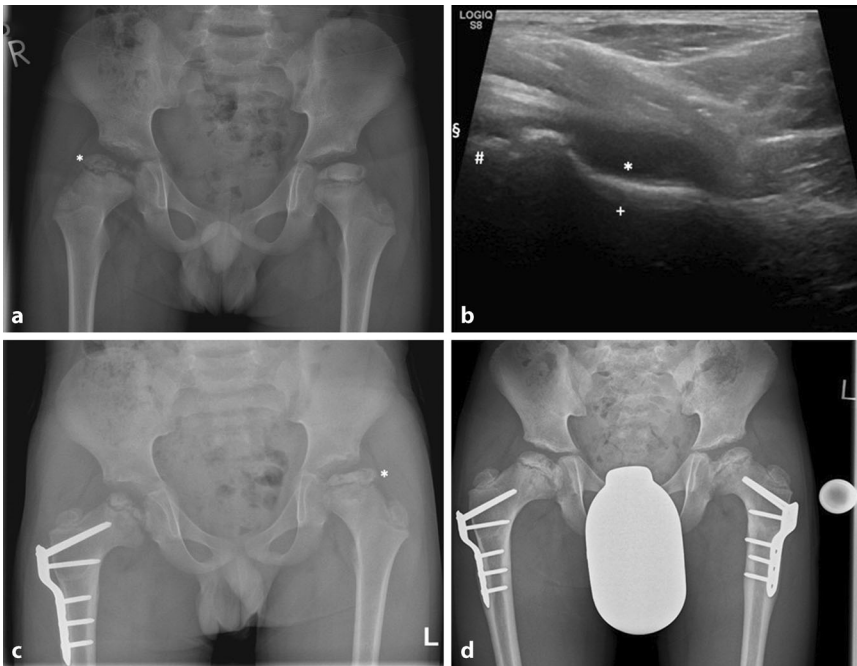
▲ Verlauf eines bei Symptombeginn 5-jährigen Jungen mit seltenem beidseitigem M. Perthes. a Rechts zeigt sich ein Fragmentationsstadium mit zunehmender Lateralisierung und Ausbildung einer „hinge abduction“ (Stern) des Kopfes im Vergleich zur Gegenseite. Links zeigt sich eine im Initialstadium typische Verdichtung der Epiphyse und geringe Sinterung. b Sonographisch findet sich ein Gelenkerguss (Stern) und Hinweise für einen Epiphysen-„Zerfall“ (Doppelkreuz). Kreuz Schenkelhals, Paragraph Azetabulumrand. c Rechts zeigt sich der Zustand nach sparsamer Variationsosteotomie und ein wieder zentrierter und regelrecht überdachter Kopf, welcher sich bereits im Reparationsstadium befindet. Linksseitig zeigt sich dagegen ebenfalls die Ausbildung einer „hinge abduction“ (Stern). d Röntgenbild, 6 Monate nach Varisationsosteotomie links, mit ebenfalls nun zentrierter und überdachter Hüfte. Die initiale „hinge abduction“ remodelliert sich bereits wieder in Richtung eines regelrechten Hüftkopfs. Beide Köpfe sind im Reparationsstadium
